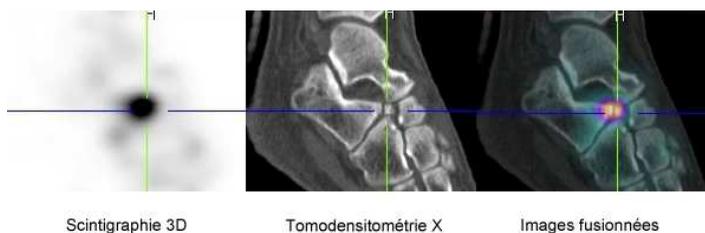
imagerie hybride d'une scintigraphie osseuse du pied (gammacaméra hybride SIEMENS Symbia T6).
